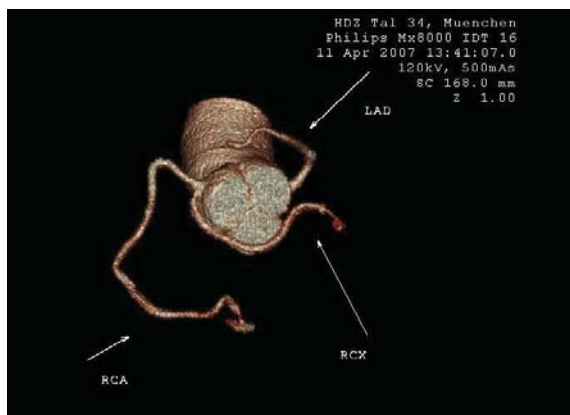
Kardio-CT. 3D-Rekonstruktion, gleiche Projektion, wie Abb. 2.
